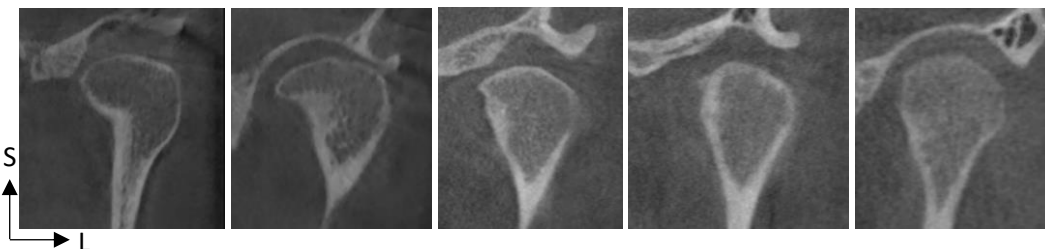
Série de coupes de CBCT de condyles gauches dans le plan frontal (images personnelles)
